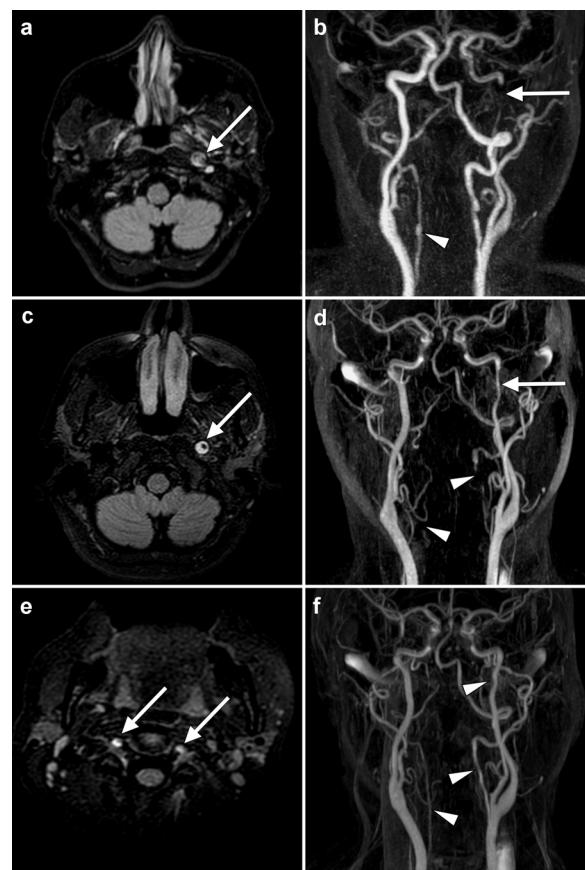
Características radiológicas evolutivas en diferentes secuencias de RM cerebral de la disección de las arterias cervicales.
